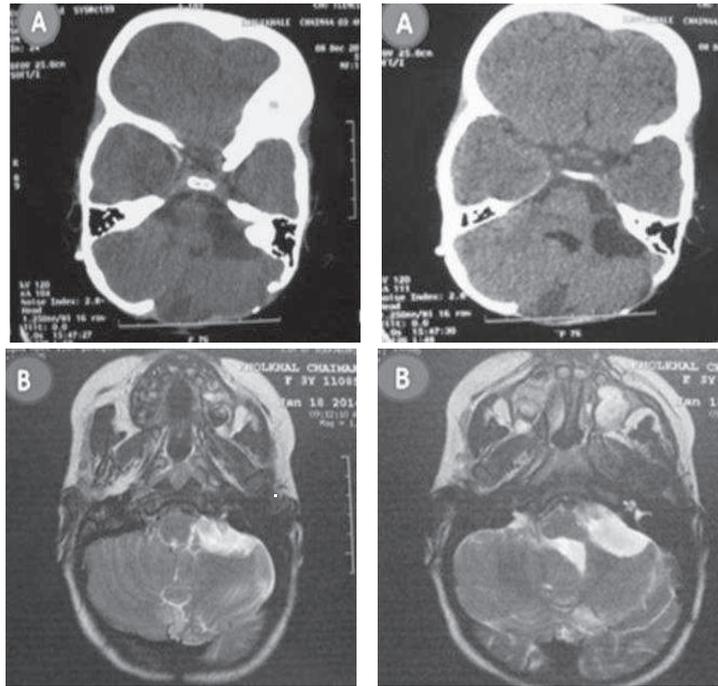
imagerie cérébrale post opératoire scanner cérébral (Fig. 4a) et IRM cérébrale (Fig. 4b) qui objectivent un affaissement du kyste arachnoïdien de l'angle ponto-cérébelleux et une exérèse totale du kyste dermoïde vermien.
